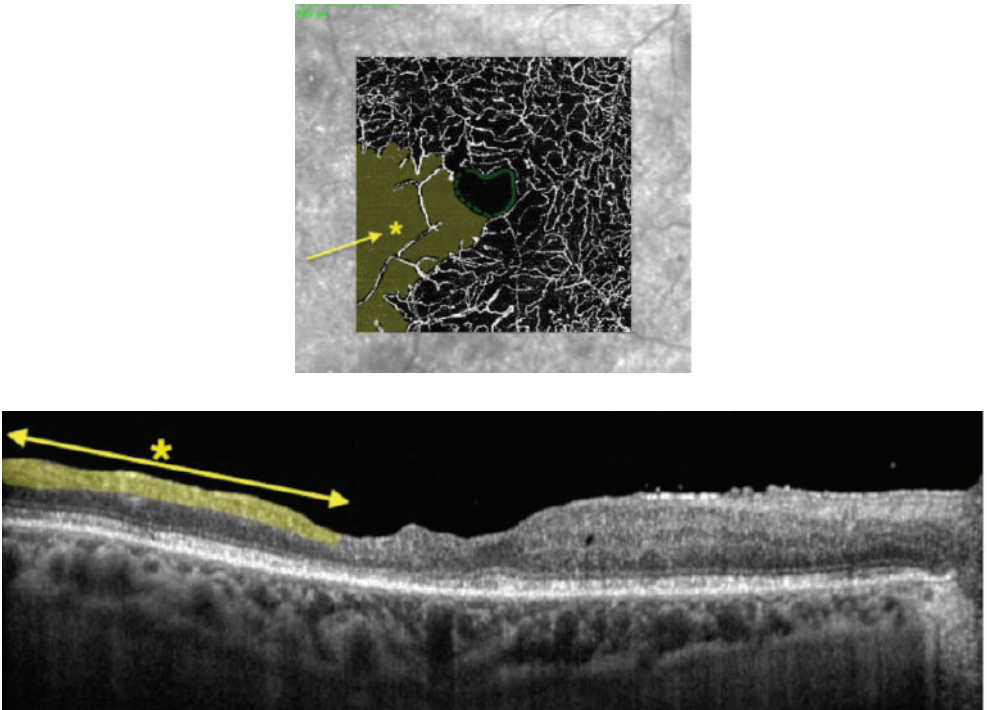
Комплексный биомаркер PIRATES – наличие зоны отсутствия перфузии в SCP в сочетании с DRIL в зоне межаркадного пространства с височной стороны без захвата макулы (*)
